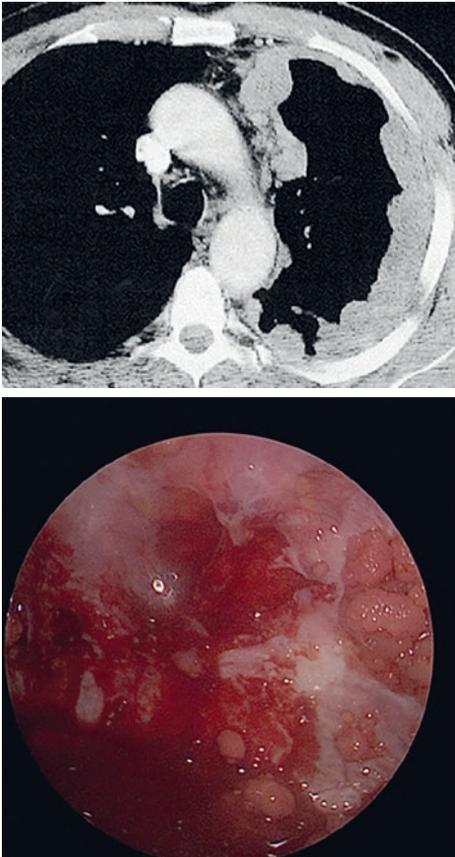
Immagine tomografica e reperti toracoscopici suggestivi per MP.
